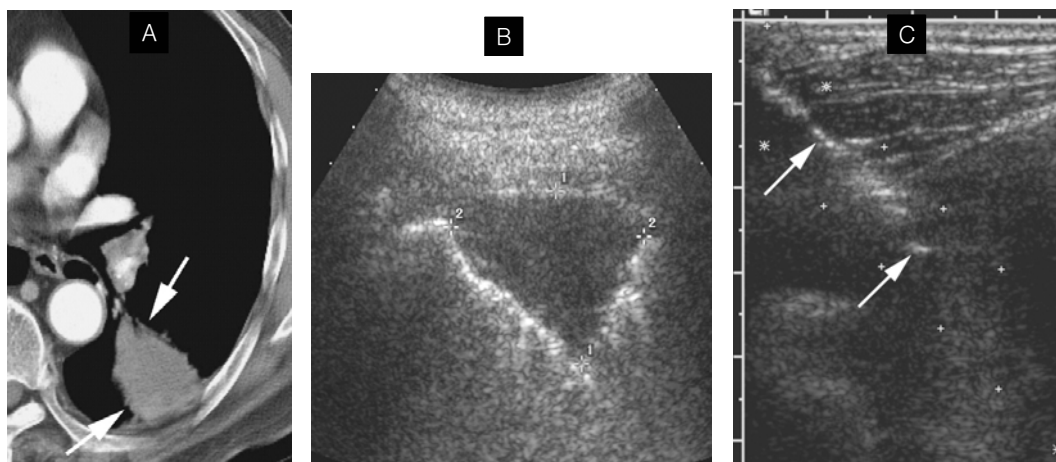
Ultrasonography-guided transthoracic needle biopsy.
